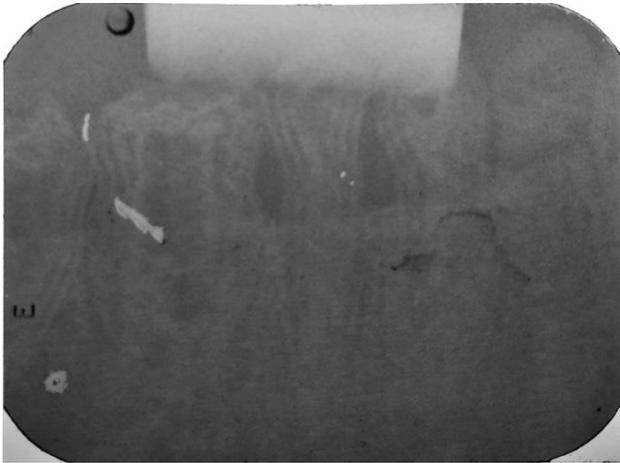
Radiografia inferior evidenciando pré-molares
